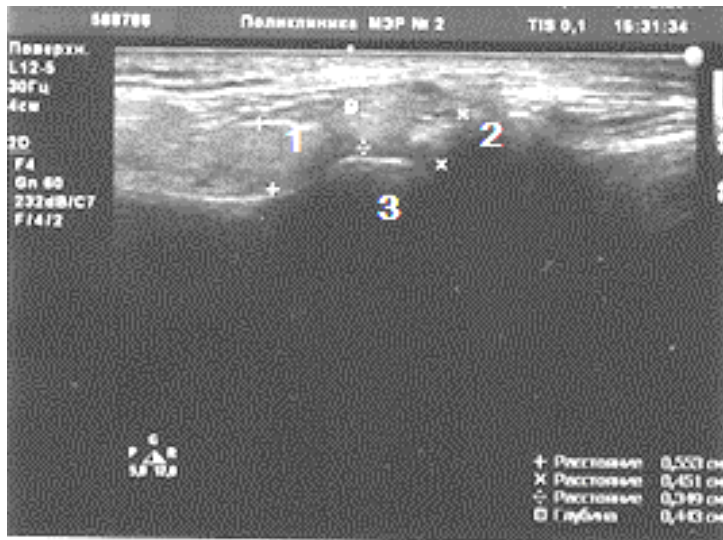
Изображение при УЗИ правого ВНЧС пациентки М. Суставной диск смещен кпереди и деформирован.
